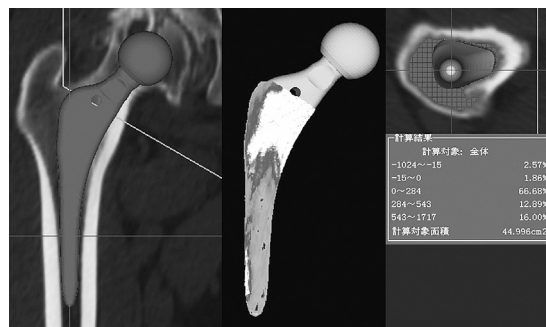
Density mapping法によるインプラントと大腿骨との接触状態評価。3次元テンプレティングソフト(ZedHip™, Lexi社)のdensity mapping技術では、インプラントに接している部位のCT値を読み込むことでどの程度の強度の骨とインプラントとが接触しているのかを色の变化で表示することが可能である。白い部分は皮質骨に相当する強度の骨と接している部位である。これによりインプラントの骨との初期固定部位と接触状態を評価できる。
